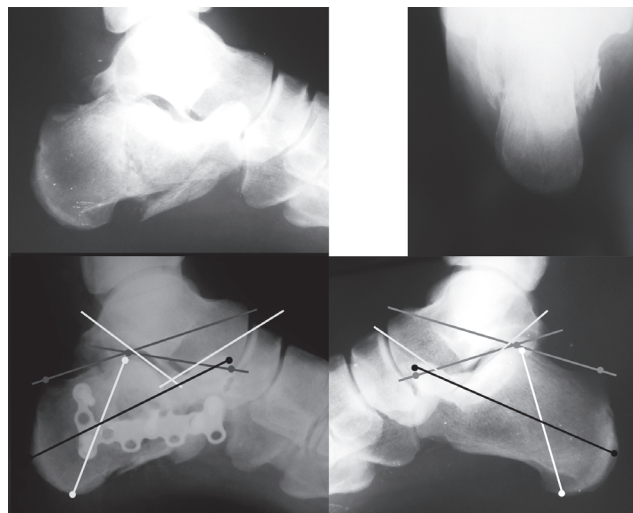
Рентгенограммы больного Г., 31 года, до и после операции: сравнительная оценка результатов по рентгенограмме здоровой стопы по углам Bohler и Gissane, высоте и длине пяточной кости
